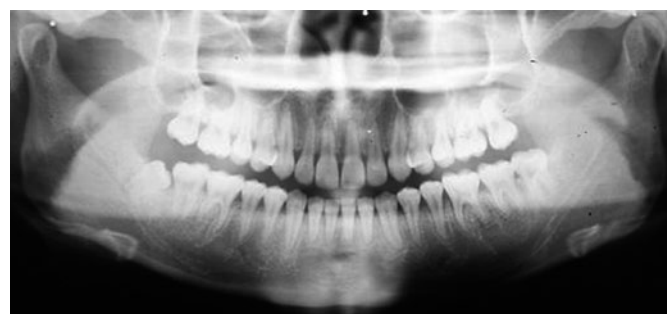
初診時のパノラマX線像。下顎左右に第三大臼歯が存在している。カリエス、補綴物はなく歯周病による歯槽骨吸収は認められない。ローアングル傾向で下顎頭は綺麗な坊主頭状を呈している。
